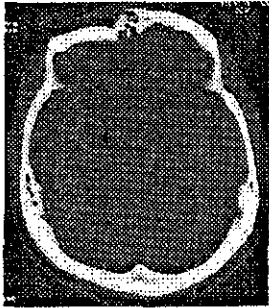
TAC. de cráneo simple en la que se aprecia fractura multifragmentaria con hundimiento del piso anterior derecho.
